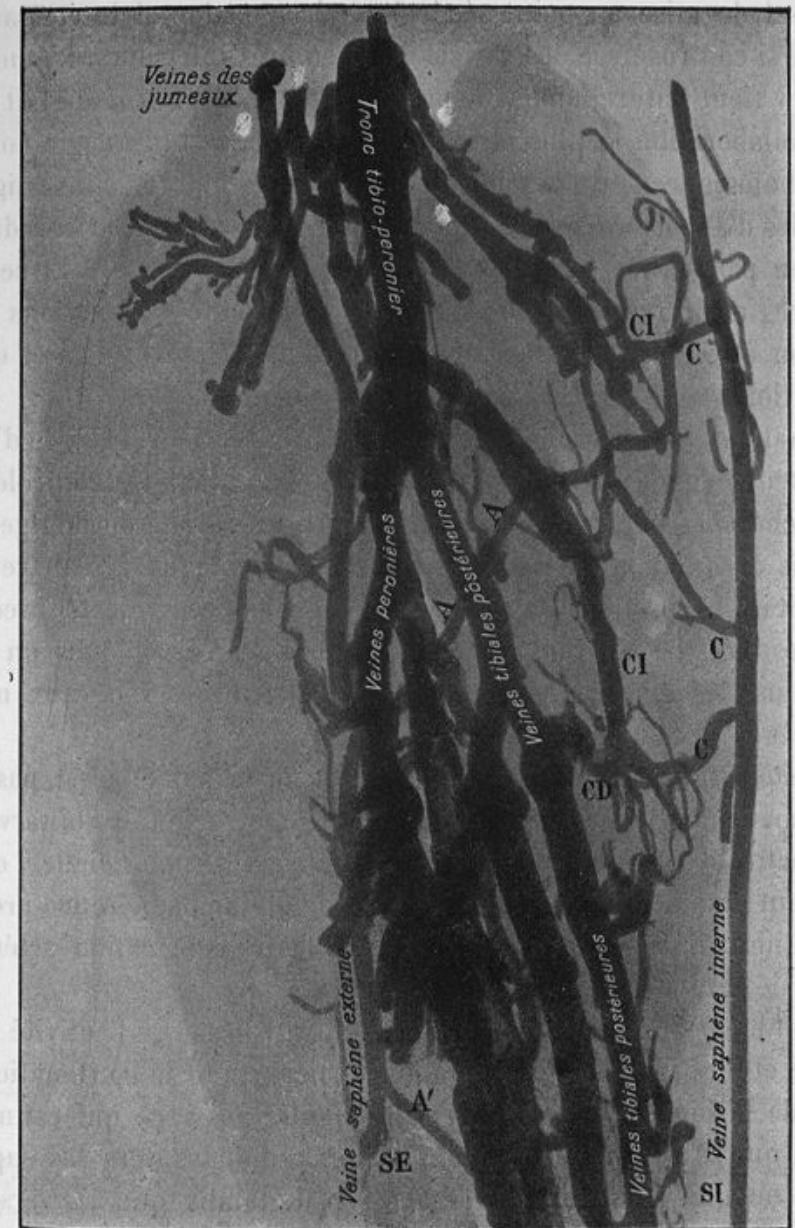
Radiographie des vaisseaux veineux de la partie postérieure de la jambe.
